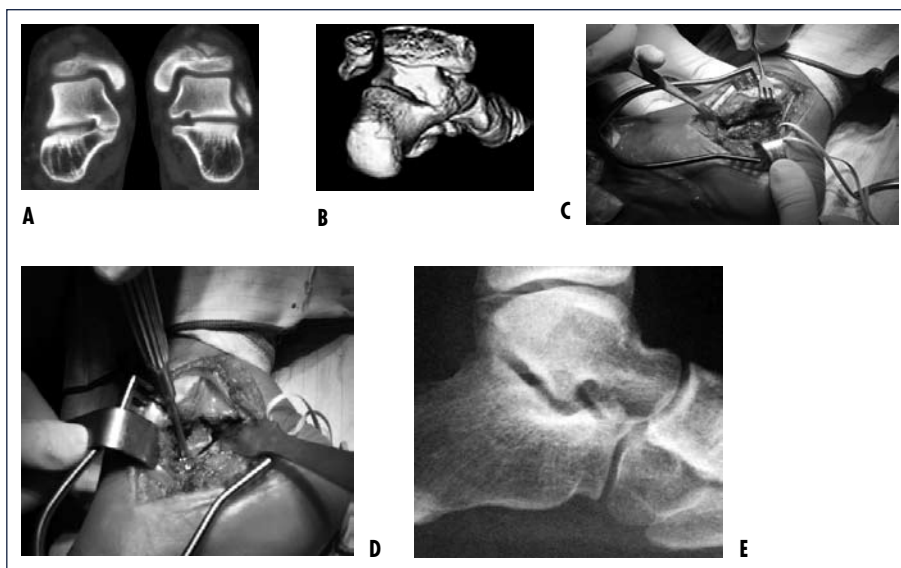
Quadro TC con ricostruzione tridimensionale di sinostosi astragalo-calcaneare del piede sinistro in paziente di di otto anni (A, B), trattata mediante resezione chirurgica (C, D). Al controllo finale, eseguito sei anni dopo, il paziente mostrava un miglioramento del quadro clinico con buona mobilità del retro piede (AOFAS: 90 punti). L'esame radiografico non evidenziava recidiva della sinostosi né manifestazioni artrosiche della sottoastragalia (E).
